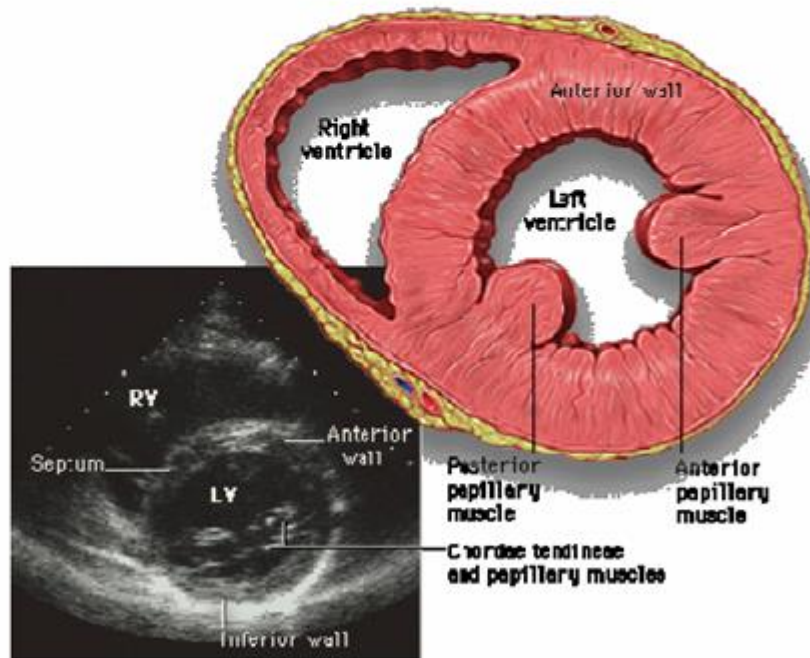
Parasternal short axis (PSAX) view: midventricle
